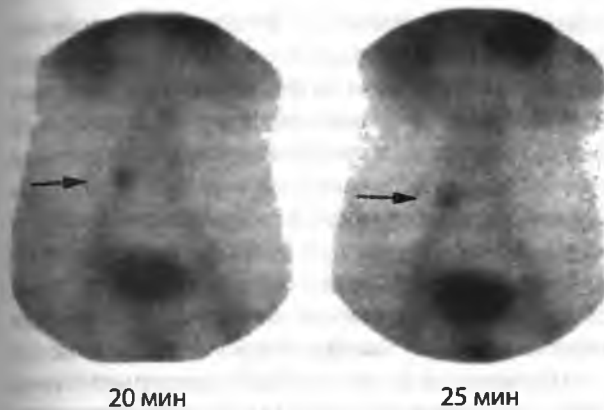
Сцинтиграмма брюшной полости с ^{99m}Tc . Накопление технеция в желудке и слизистой оболочке дивертикула Меккеля
